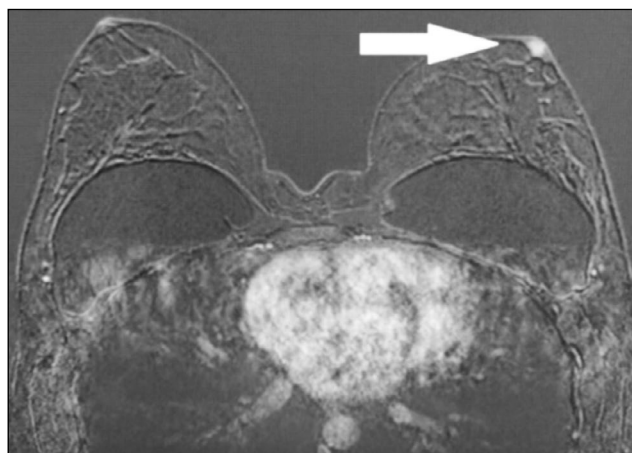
Магнитно-резонансная томография (ранняя постконтрастная серия): асимметрия накопления контрастного препарата левого соска, норма (стрелка).
